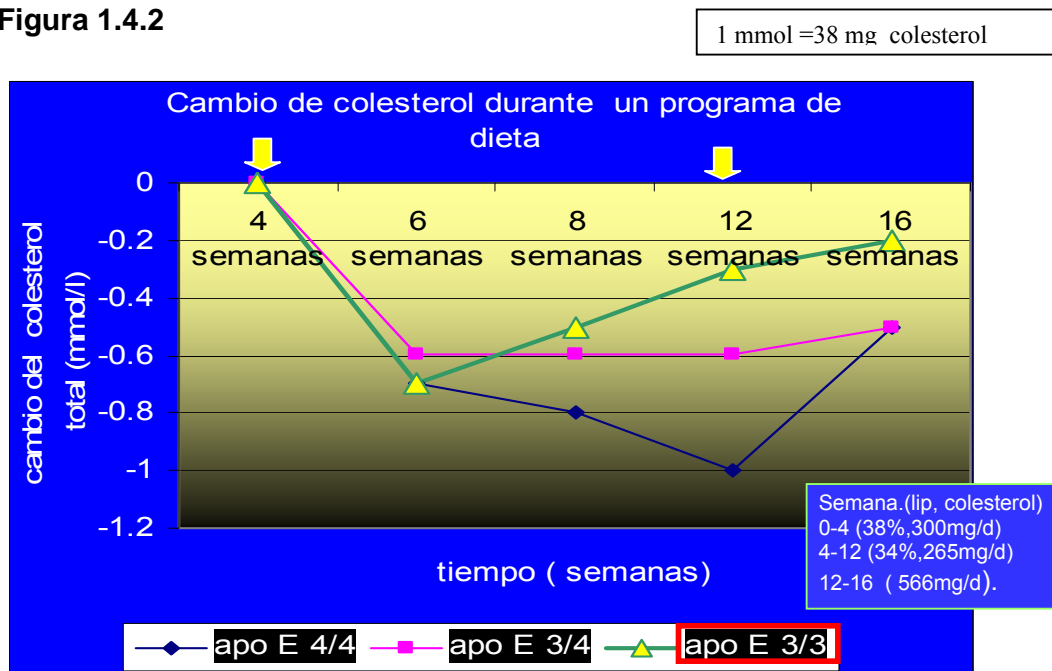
Promedio de cambios absoluto de CT basal (0- 4 semanas); durante la dieta recomendada por el NCEP (Nacional Colesterol Education Program), (4-12 semanas) y con el la dieta recomendada por NCEP + colesterol (12-16 semanas) en diferentes grupo de genotipos de APOE ε2,ε3,ε4.
